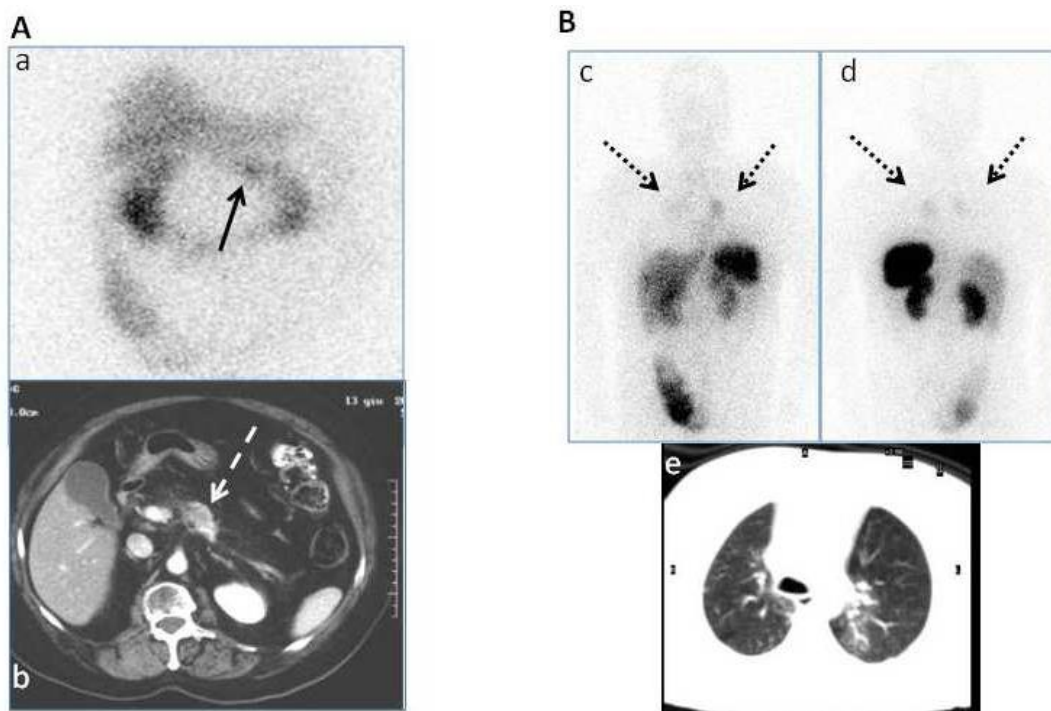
Panel A - Pancreatic NEN visualized by ^{111}In -pentetreotide scintigraphy. Planar abdominal imaging, 24 hrs p.i. (a) depicts the primary tumor in the pancreatic head (solid arrow), clearly visible in the corresponding CT slice (broken arrow). Panel B – Bronchial NEN that previously underwent radiotherapy. A typical non-specific, post-actinic bilateral symmetrical image (dotted arrows) is visible on the anterior (c) and posterior (d) images collected 24 hrs p.i. The corresponding CT scan (e) shows bilateral diffuse ground glass opacities related to the previous external irradiation
